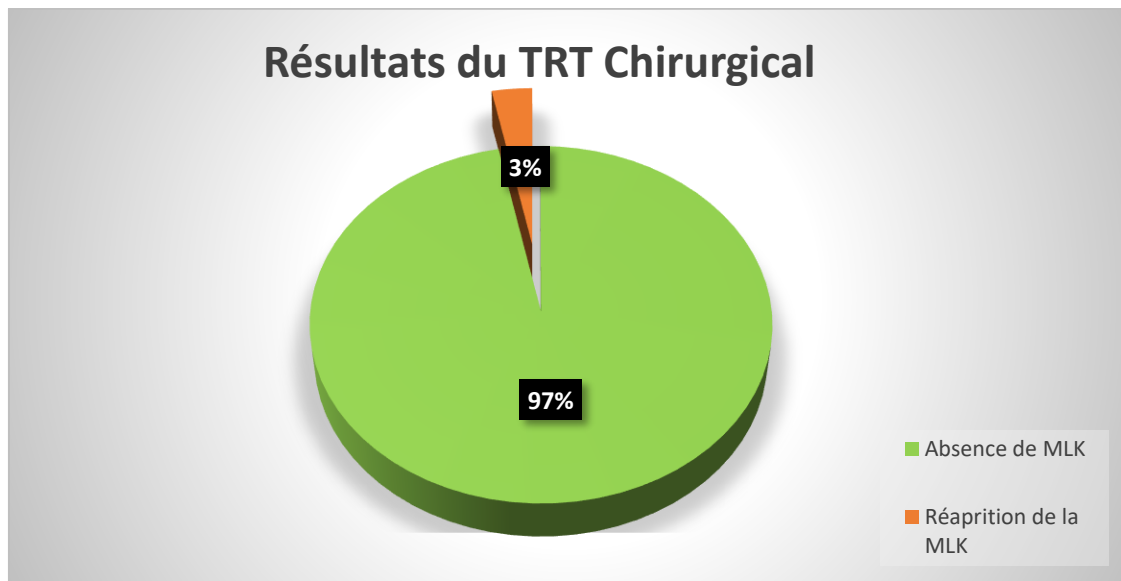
Répartition des patients selon les résultats de l'échographie de contrôle après traitement chirurgical.
